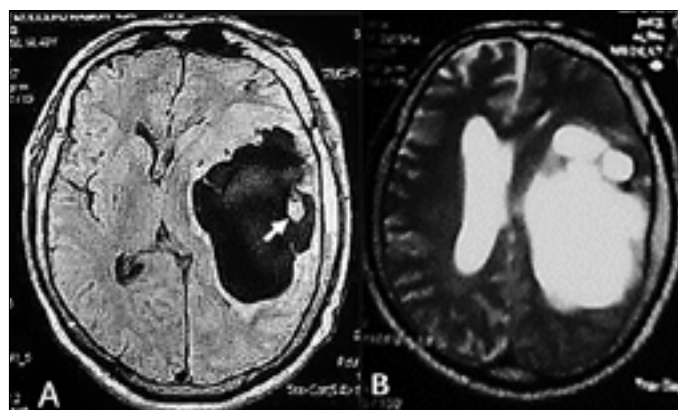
Resonancia Magnética cerebral. A) Corte axial en ponderación T1, observe la cavidad quística y dentro, el escólex del parásito (flecha); B) Corte axial en T2.
